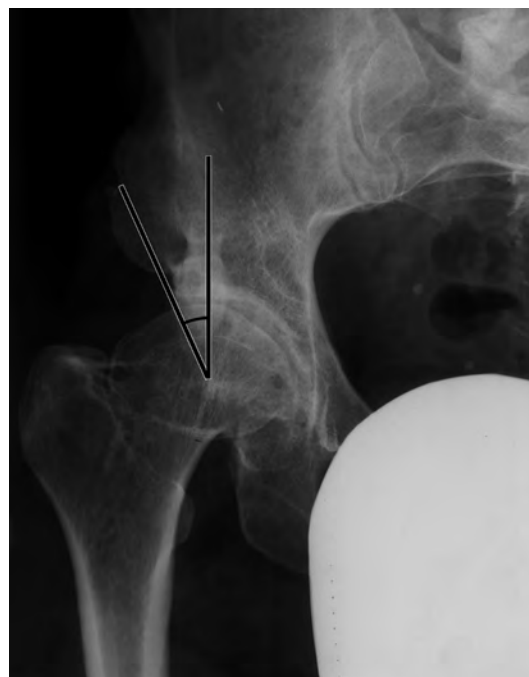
Рентгенограмма больного П.: угол Виберга.
